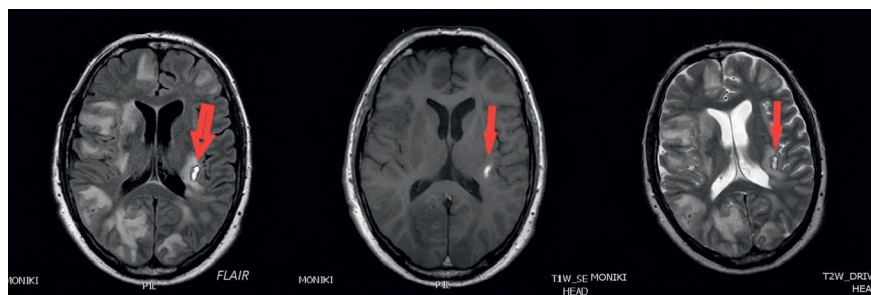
МРТ головного мозга пациента Г. от 28.01.2021 в режимах FLAIR, T1 и T2.
